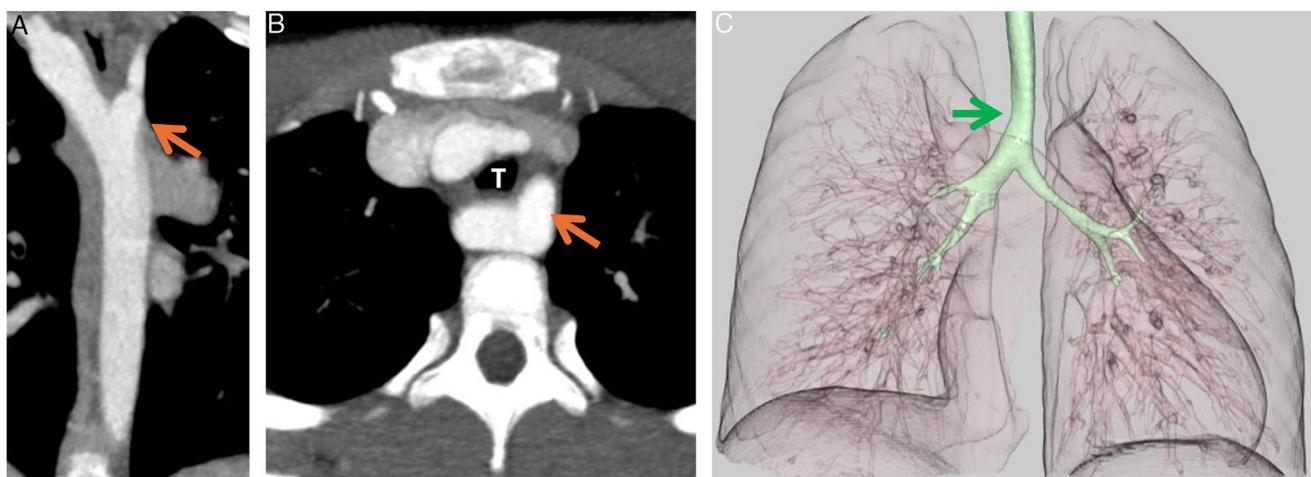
(A) TC coronal (B) TC axial que muestran el divertículo de Kommerell (flecha naranja) y su relación con la tráquea (T). (C) Reconstrucción 3D del árbol traqueobronquial donde se muestra la compresión que el AAC ejerce sobre la tráquea (flecha verde).
